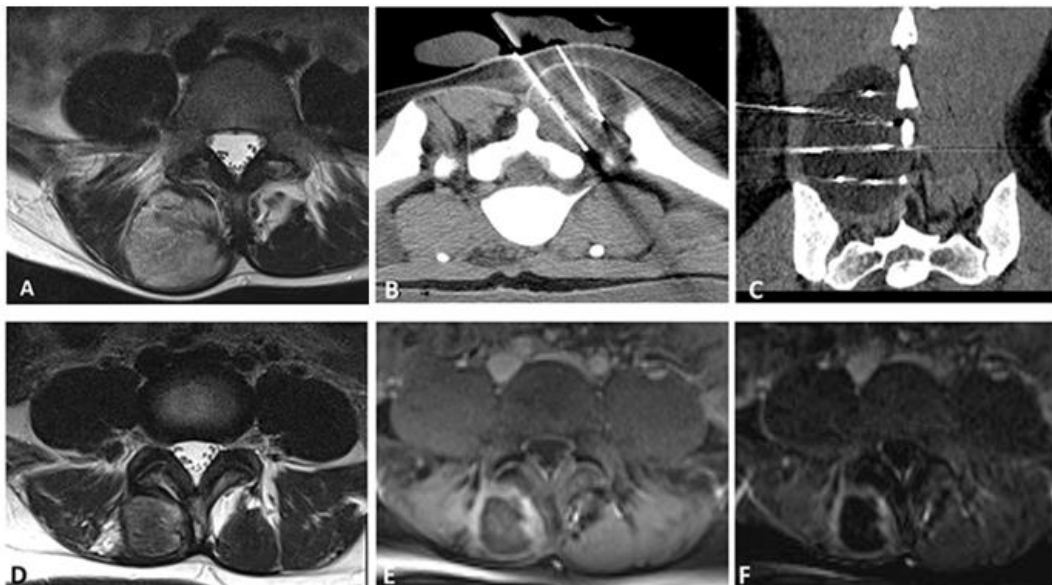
Hémangiome intramusculaire paravertébral de 9cm chez une patiente âgée de 37 ans. IRM en coupe axiale en séquence T2 montrant une tumeur bien circonscrite en signal T2 intermédiaire (A). Cryothérapie percutanée guidée par TDM, patiente en décubitus ventral, 7 cryosondes au sein de la tumeur, axiale (B) et reconstruction coronale (C) montrant la boule de glace aux contours bien limités. Contrôle IRM à 12 mois montrant la diminution progressive de la zone d'ablation avec un tissu central fibreux en T2 (D) et une couronne de rehaussement périphérique en T1FS après injection (E) avec soustraction (F).
